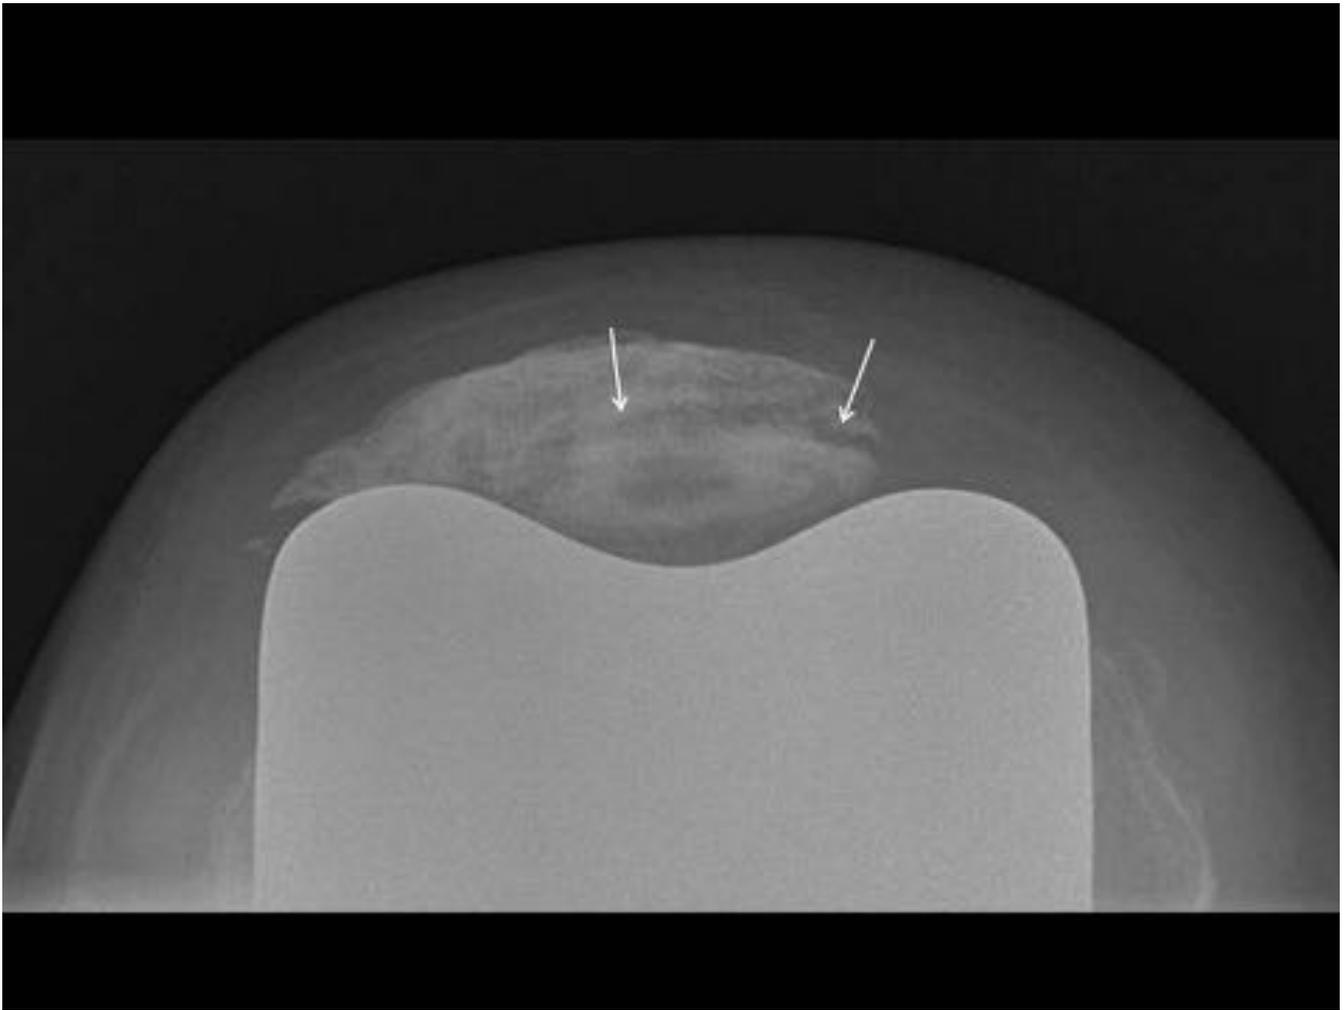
Aflojamiento del botón patelar. Mujer de 73 años, 4 años después de la prótesis total de rodilla. La radiografía axial muestra una línea radiolúcida alrededor del botón protésico patelar (flecha) que indica aflojamiento del mismo.
